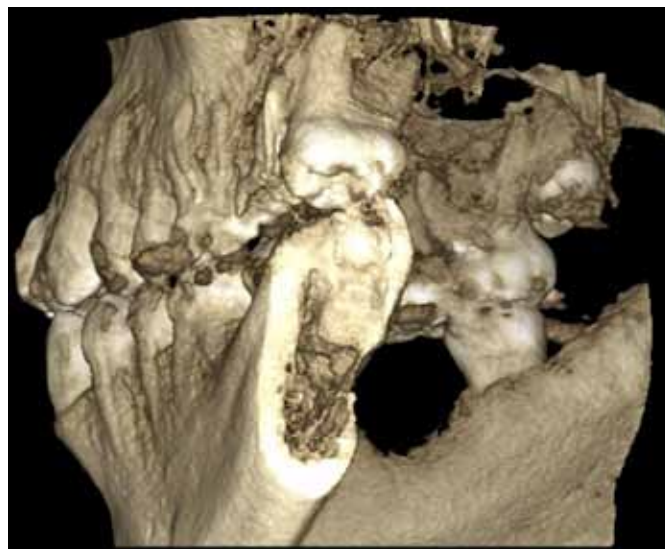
CBCT three dimensions reconstruction. On the palatal vision of the maxillary right second molar, two palatal roots can clearly be observed.
